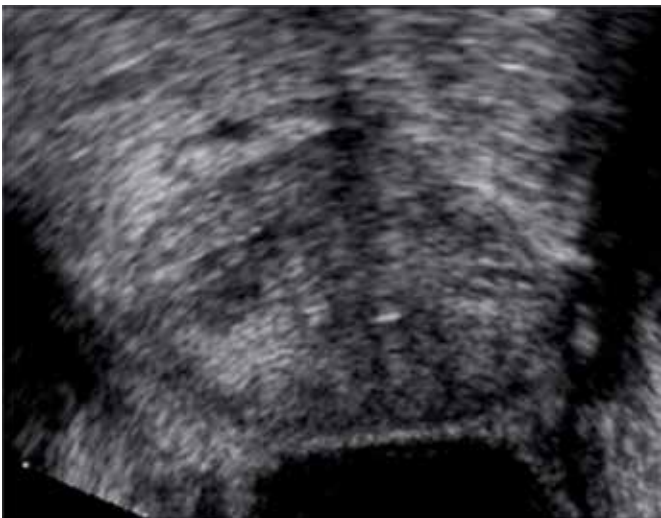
Ecografía transrectal de próstata de un paciente de 57 años que tenía un PSA de 4,8 ng/ml y no presentaba ninguna zona sospechosa ⁷.
